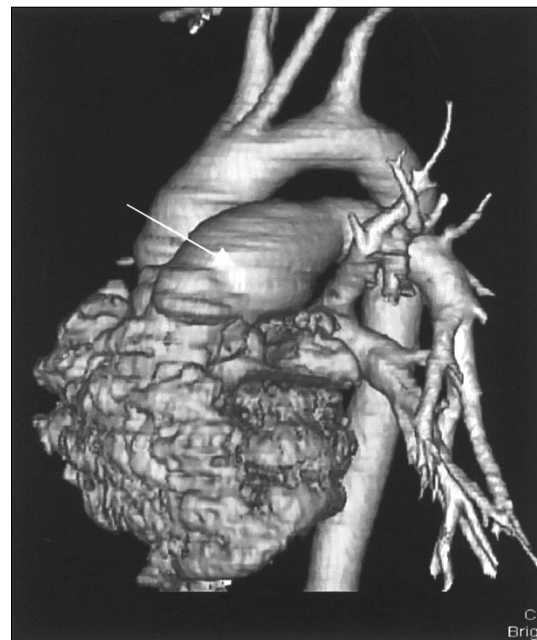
3-dimensional image of thorax with contrast enhanced CT datasets. Arrow indicates enlarged pulmonary artery in external volume rendering image.
